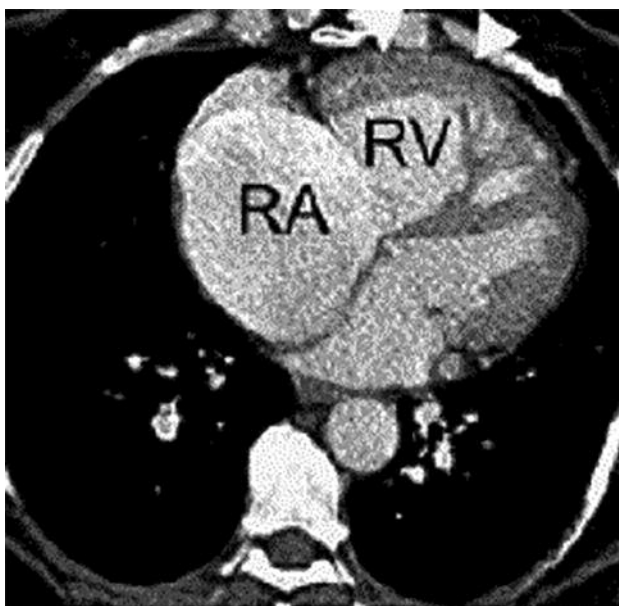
КТ с усиленным контрастом того же пациента показывает увеличенное правое предсердие (RA) и правый желудочек (RV). Гипертрофия миокарда RV (стрелки) указывает на выраженную хроническую перегрузку давлением RV. (Предоставлено Prof. Dr. Jens Bremerich)
